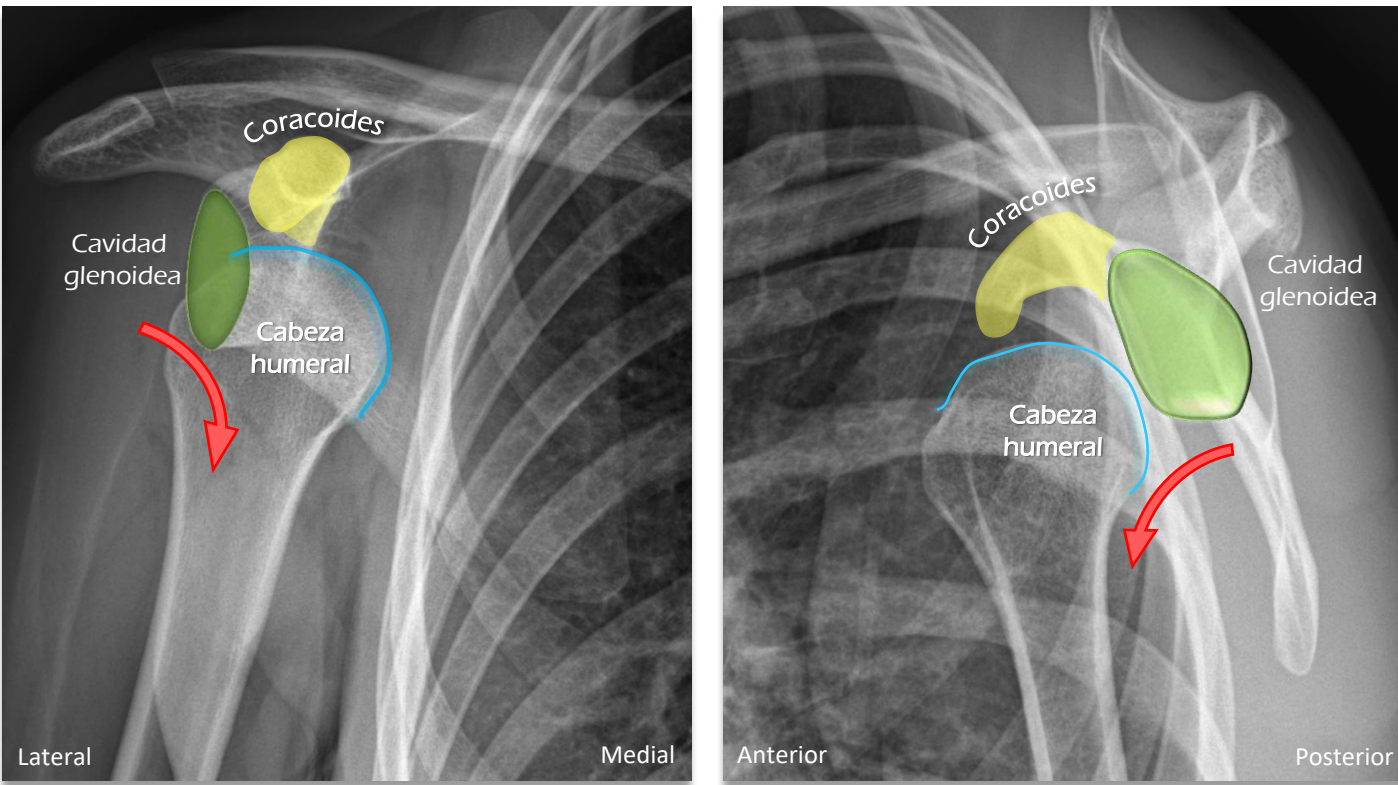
Radiografía AP y representación anatómica (elaboración propia)
